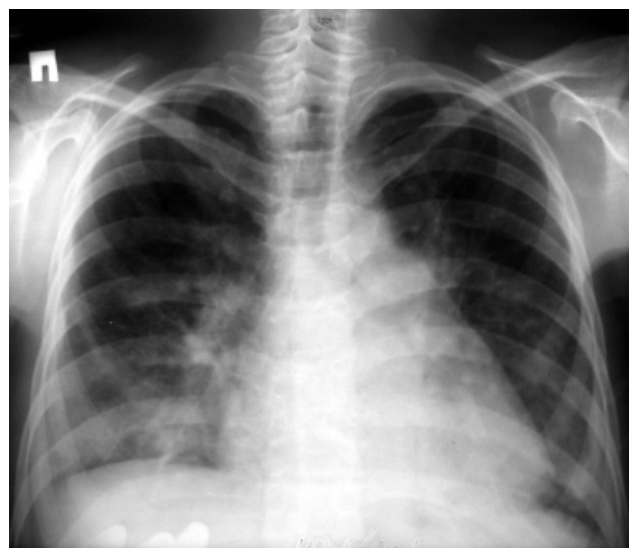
Рентгенограмма грудной клетки больной В., пульмонит
